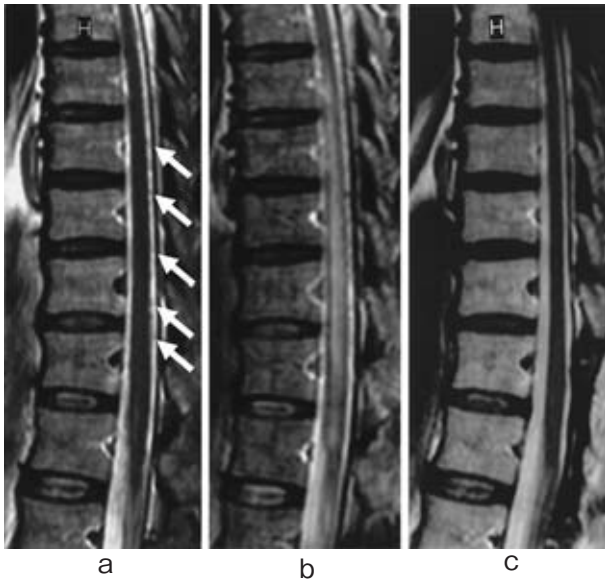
MRI of spinal cord
